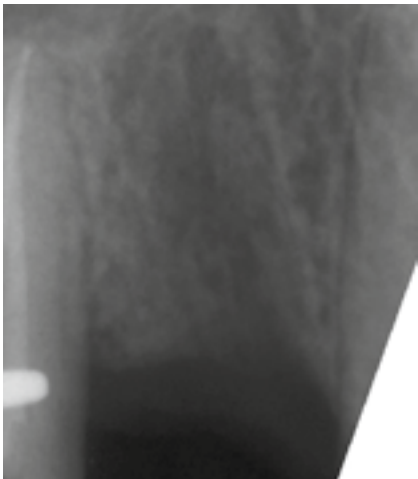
Die Röntgenkontrolle nach vier Monaten zeigt gute knöchernen Konsolidierung; es sind keine Reste des KEMs erkennbar.
